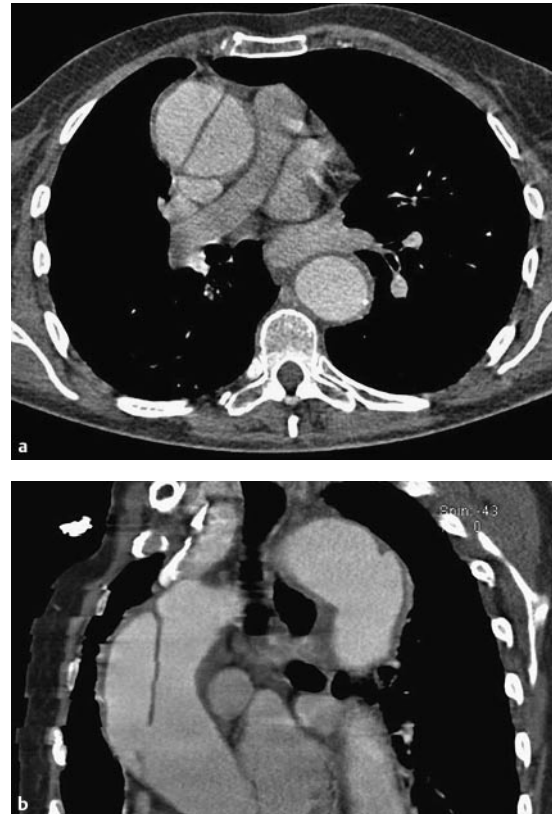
Aortendissektion. a CT-Schnitt der aneurysmatisch erweiterten Aorta ascendens mit gut abgrenzbarem Intimasegel. b Kraniokaudale Ausdehnung des Intimasegels in der schrägen sagittalen Rekonstruktion.
